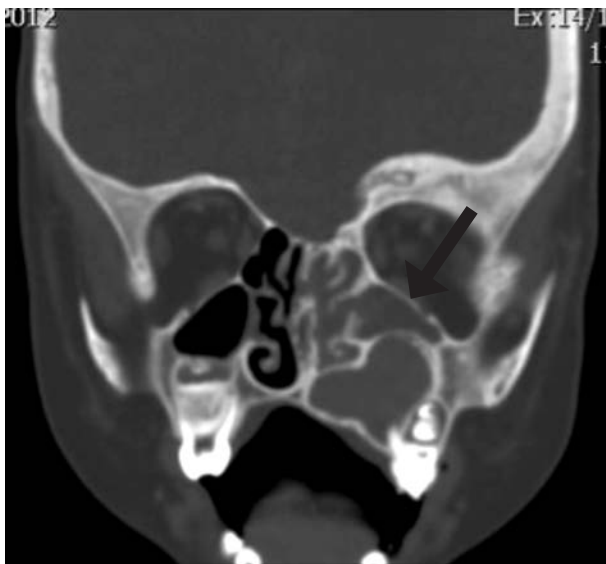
Tomografía computada de macizo craneofacial corte coronal. Se visualiza seno maxilar izquierdo hipoplásico (flecha) desplazado por el quiste odontógeno.
